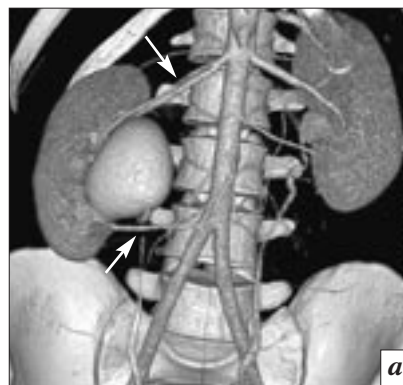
Пациентка 28 лет, поступила для хирургического лечения правостороннего функционирующего гидронефроза, с жалобами на боли в поясничной области в течение длительного времени, явления цистита: *а* – КТ-ангиография (артериальная фаза), 3D-реконструкция – справа определяются две почечные артерии (стрелки), нижняя артерия пересекает мочеточник на уровне прилоханочного отдела, чашечно-лоханочная система справа выражено расширена; *б* – КТ-урография, 3D-реконструкция – соответственно локализации добавочной нижнеполюсной правой почечной артерии на выделительной фазе выявляются деформация и линейный дефект (стрелка) верхней трети мочеточника
